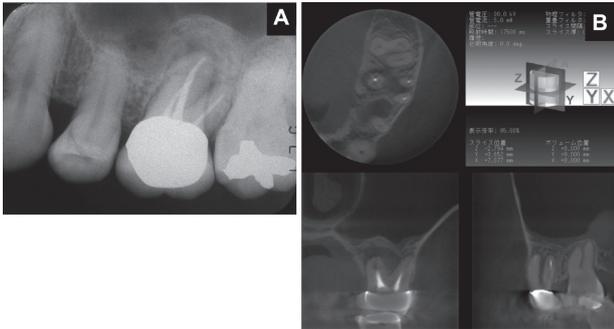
症例の術前. 瘻孔再発を繰り返すために紹介された上顎左側6に見られた難治性根尖性歯周炎. エックス線写真(A)では口蓋根根尖病変は確認できるが, 歯科用CBCT(B)で検出された根分岐部の骨吸収に関する情報は得られない.
